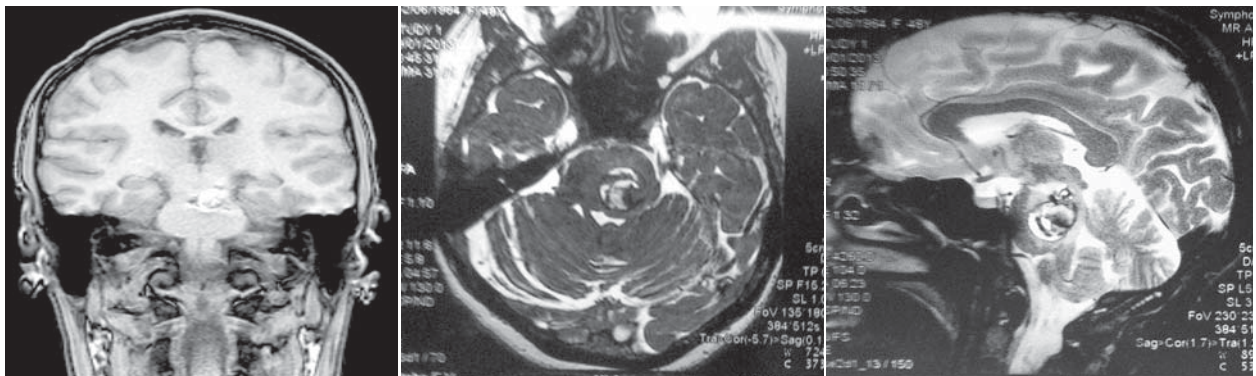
МРТ головного мозку в аксіальній та фронтальній проекціях хворої К. з розривом КА СГМ та гематомою СГМ
